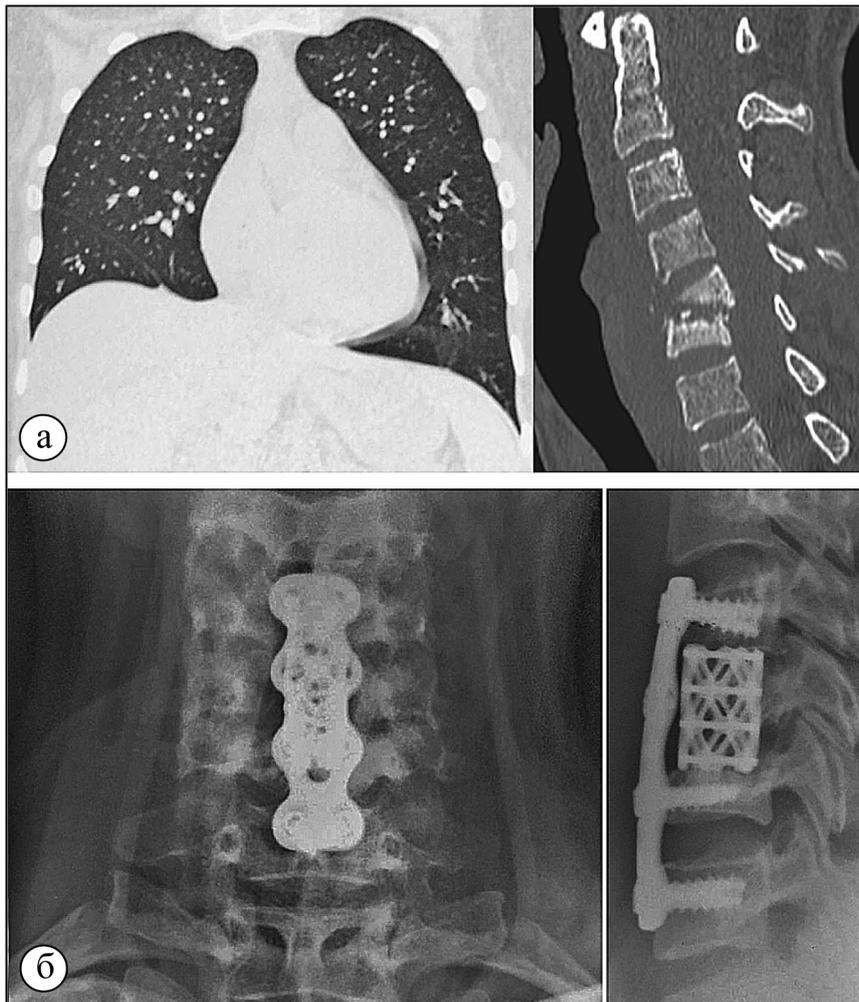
Больная С., 28 лет. Туберкулез легких с мелкими очагами инфильтрации в правом легком. Патологический компрессионный перелом в результате туберкулезного поражения деструкции тела С₅ позвонка: а – КТ легких и шейного отдела позвоночника до лечения; б – фото рентгенограммы через 8 месяцев после переднего спондилодеза.
